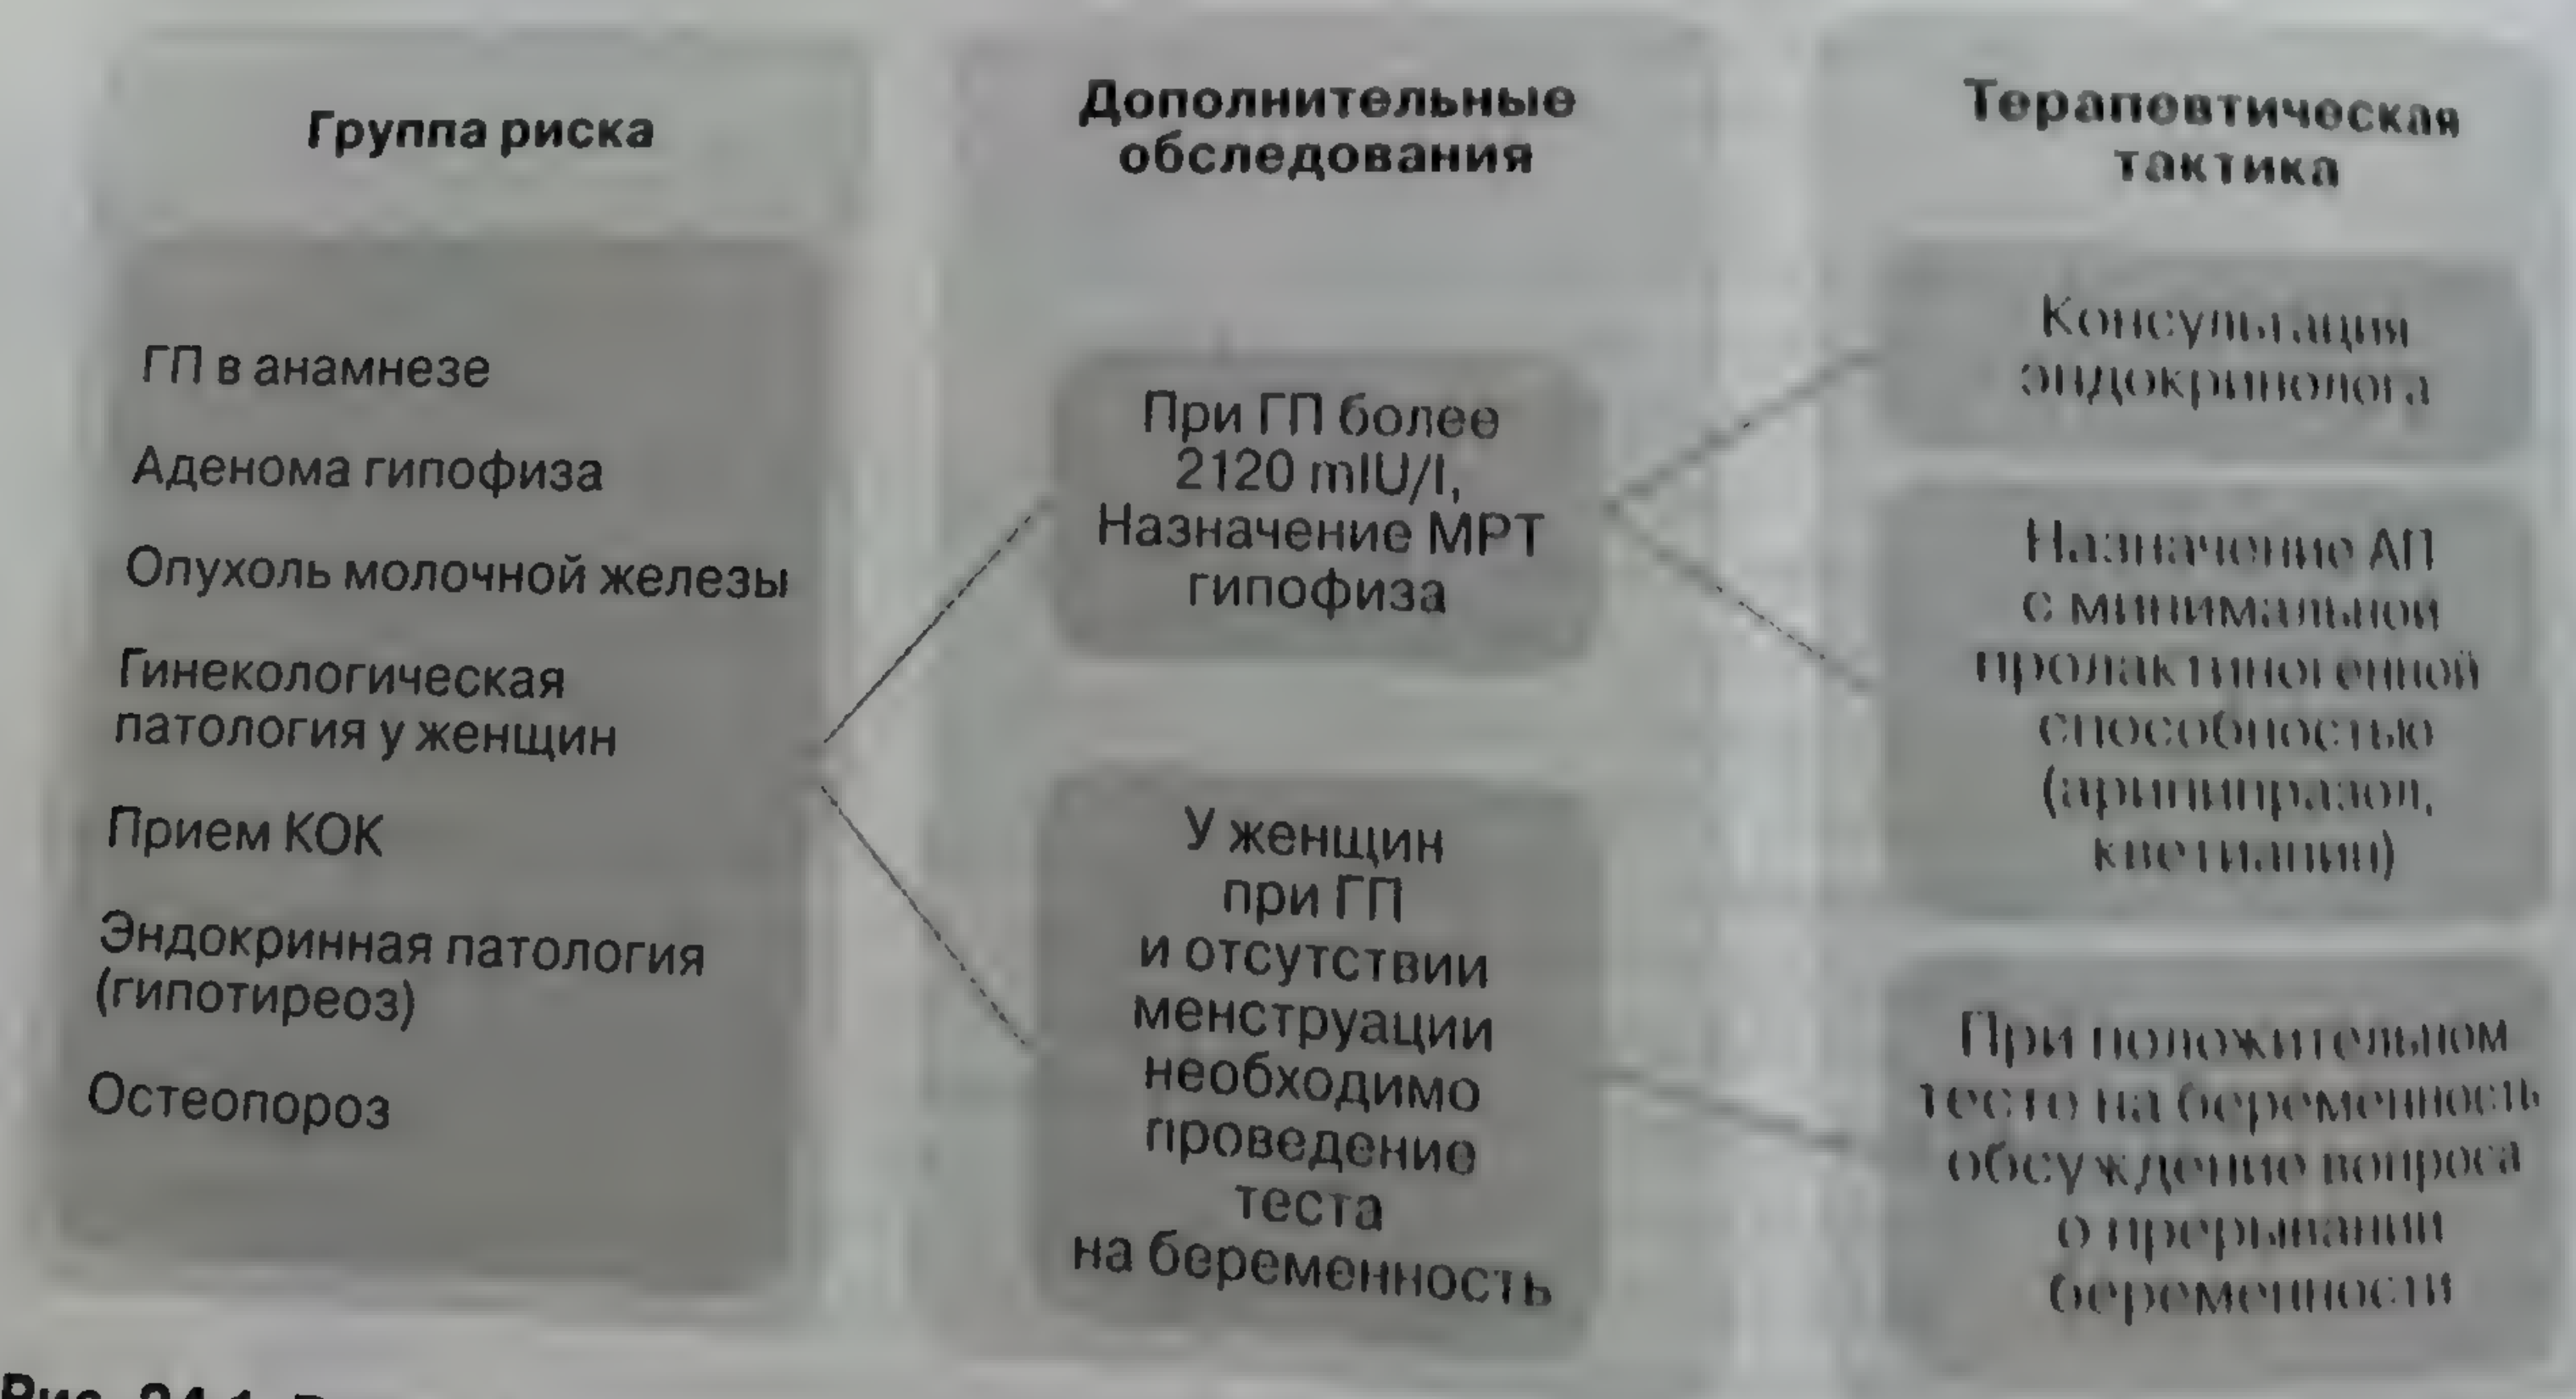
Выбор антипсихотика в группе пациентов с высоким риском развития гиперпролактинемии. АП — антипсихотический препарат, ГП — гиперпролактинемия, КОК — комбинированные оральные контрацептивы, МРТ — магнитно-резонансная томография
